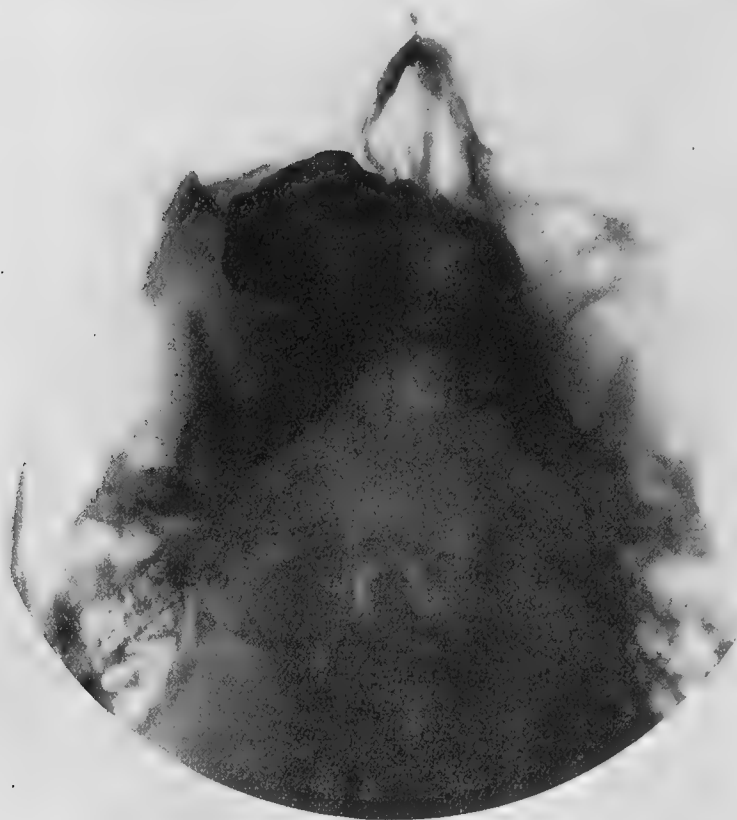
Radiographie en incidence menton-plaque (20°).
